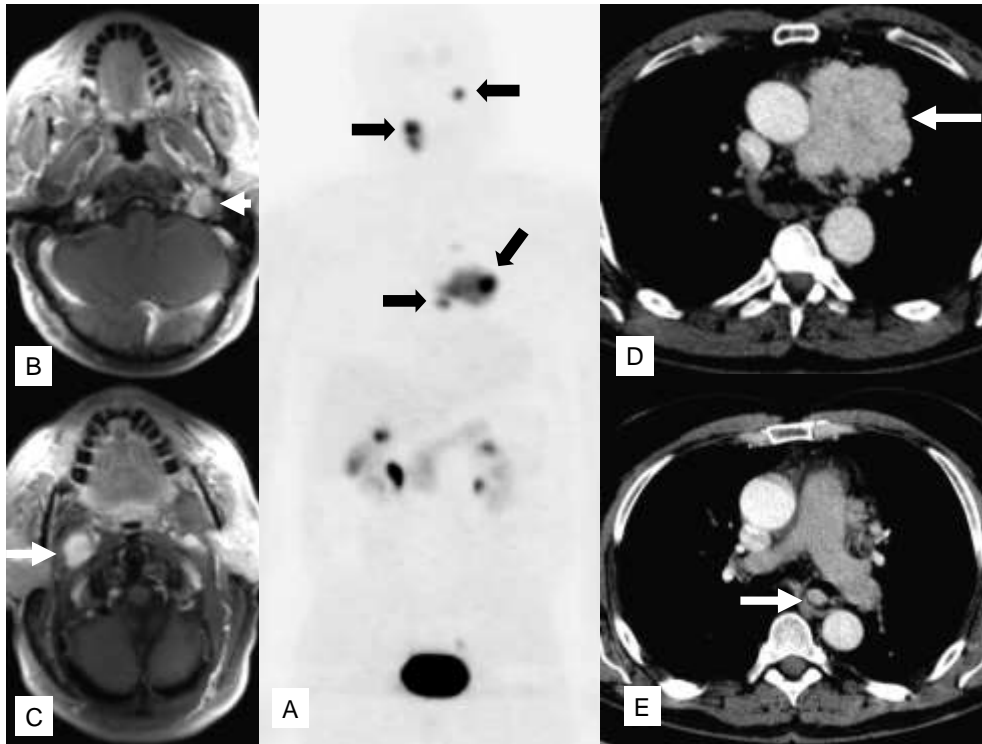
Paciente de 56 años con mutación SDHD. A: PET- [^{18}F] DOPA con tumores glómicos bilaterales (las 2 flechas de arriba) y 2 feocromocitomas mediastínicos (las 2 flechas de abajo). B y C: Tumores glómicos que están indicados por las flechas de arriba en A. D y E: feocromocitoma torácico (mediastínico) que está indicado por las flechas de abajo en A. A: Proyección frontal. B-E: Proyección transversal, RM. De Reisch N et al. Der Internist 2009;50:27-35 con el amable permiso del publicador (para la referencia complete ver sección referencias).
